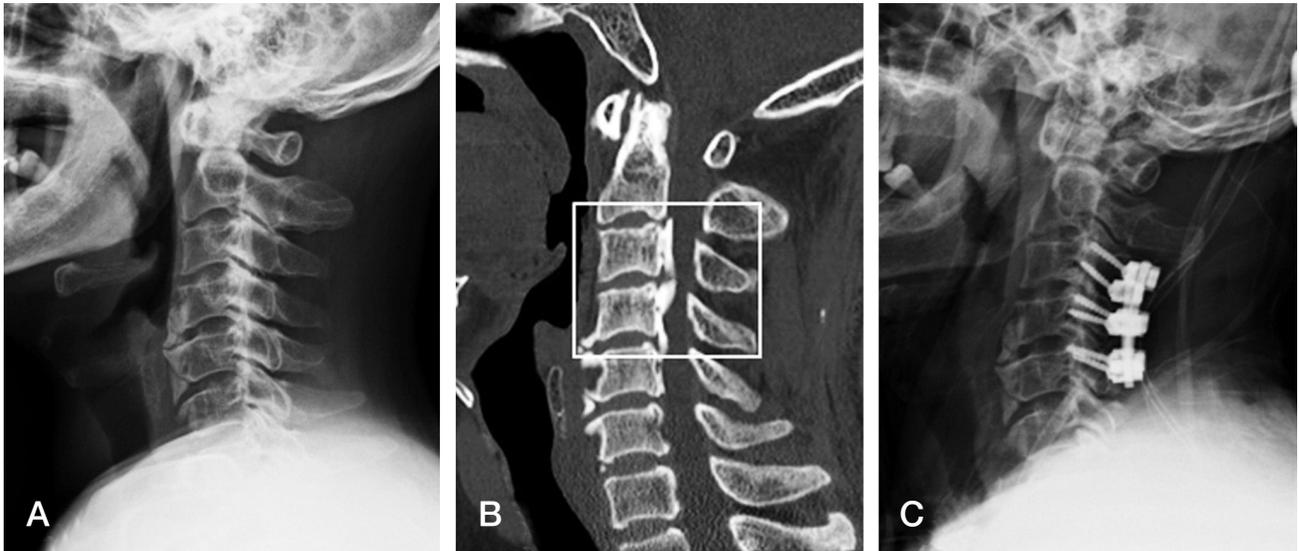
49-year-old man with OPLL. (A, B) Preoperative lateral radiogram and sagittal reconstruction CT scan show a posterior ossification to the vertebral bodies and mixed configuration at C3-5 (White box). (C) Postoperative lateral radiogram after posterior decompression with posterior fusion.
